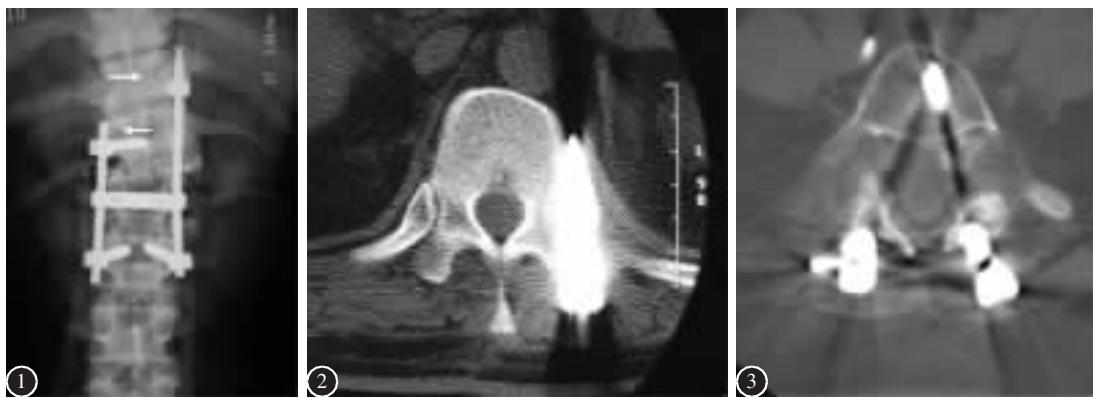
X 线片示 T12 右侧椎弓根螺钉在椎弓根外,T11 左侧椎弓根螺钉在椎骨外,箭头示椎弓根投影 图 2 CT 示胸椎左侧椎弓根螺钉在椎弓根外 图 3 CT 示腰椎双侧椎弓根螺钉进入了椎管内
